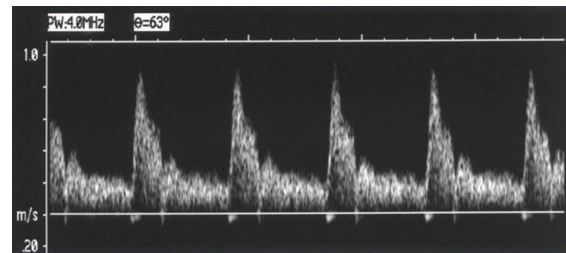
Rappresentazione grafica del Doppler Spettrale [46].
